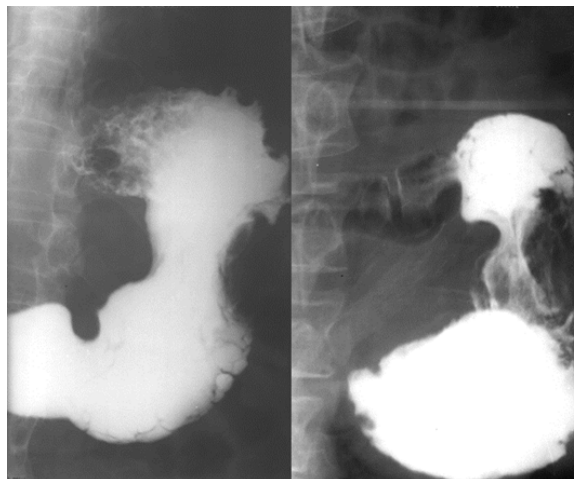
Radiografie gastroduodenală – formațiune vegetantă, bine delimitată, situată pe fața posterioară gastrică. Examenul histopatologic postoperator a fost de tumoră neuroendocrină gastrică pT3 N1, G2L1V1Pn1.
